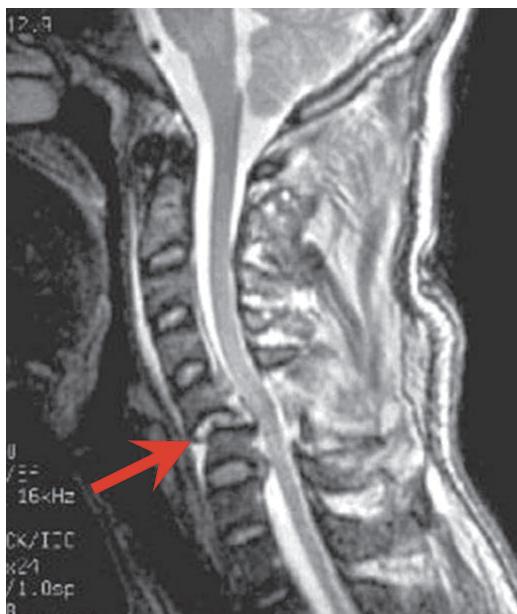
頸髄損傷の事例(投げ技)受傷時のMRI写真
